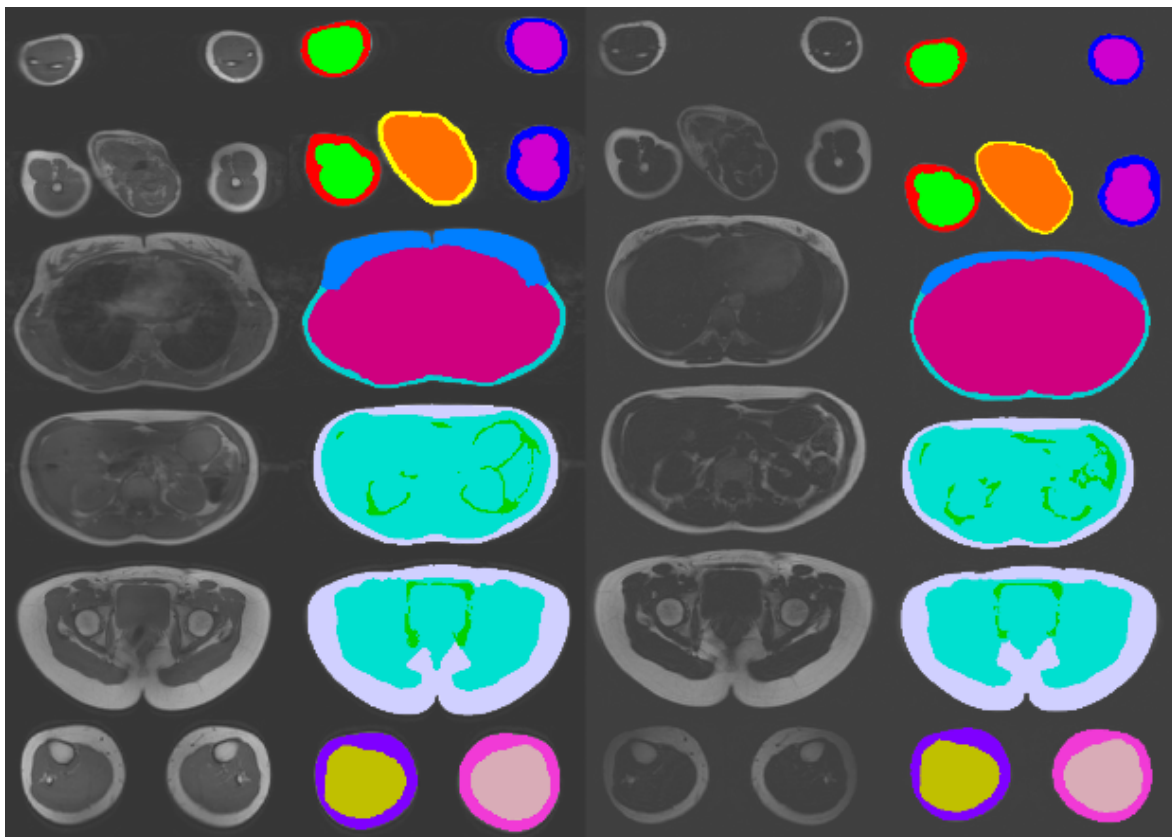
Ganzkörper-MRT in T1w-Sequenz (links) und mDixon-Sequenz (rechts)
